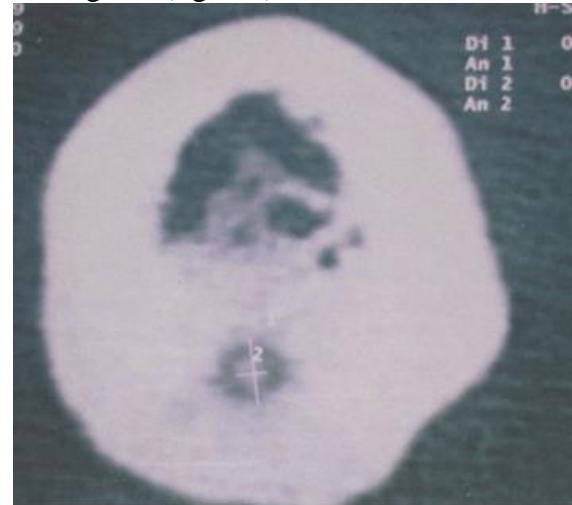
TDM en coupe transversale montrant l'image du nidus au sein d'une lacune osseuse entourée d'une ostéocondensation périphérique corticale postérieure.
